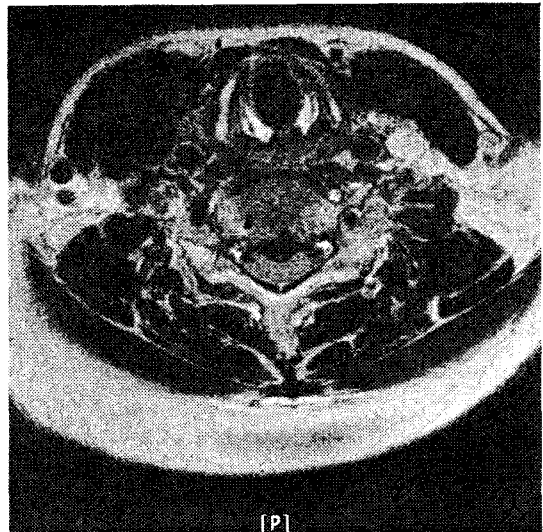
Cervical spine MRI(2008. 3. 19)
